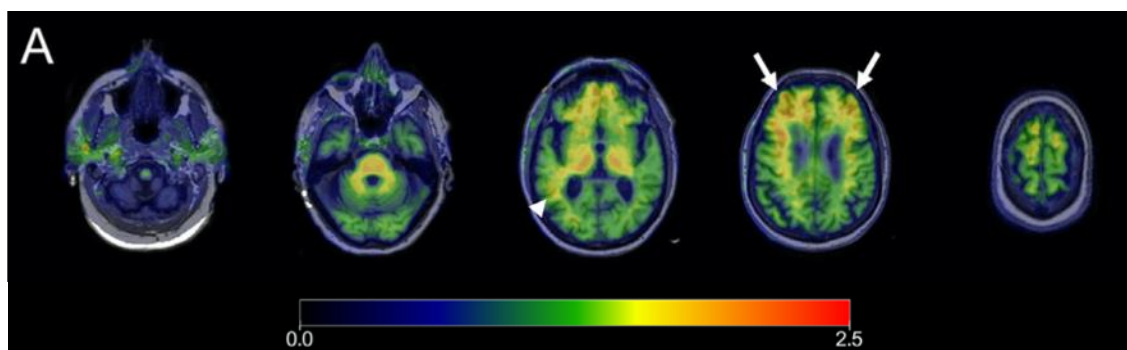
Cortes axiais de PET ¹¹C-PiB reconstruídas com imagem de RM T1 num voluntário de 84 anos de idade, com demência ligeira, que demonstra captação normal na substância branca. Apresenta, contudo, captação normal ou aumentada nos lobos frontais bilaterais e no sulco profundo do lobo parietal. Adaptado de 67
